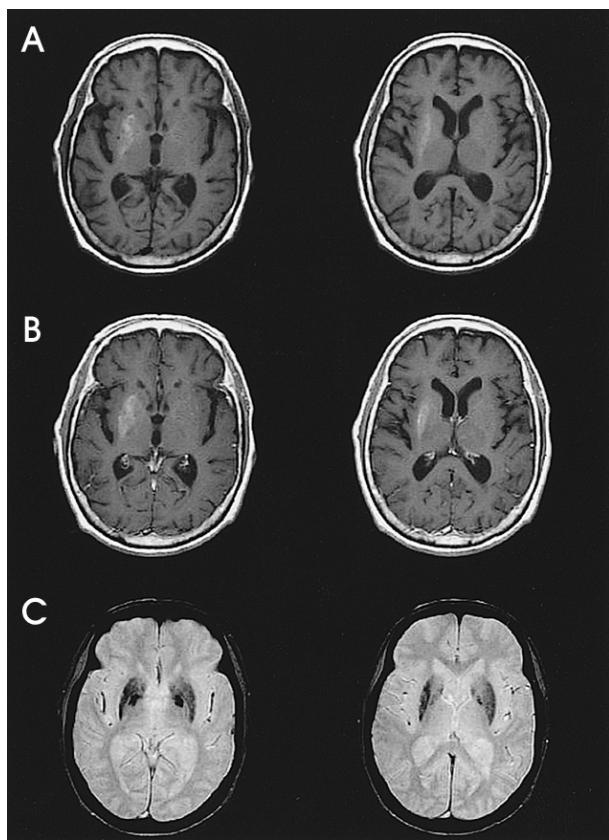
Brain MRI images. A (top). T1 weighted images reveal a hyperintense signal on the right putamen. B (middle). Gadolinium enhancement is noted on the same area. C (bottom). Gradient echo image after clinical improvement confirms petechial hemorrhage in the right putamen which is suggested on the initial T1 weighted image. Low signal on bilateral globus pallidus is due to iron deposition related physiologic aging process.
